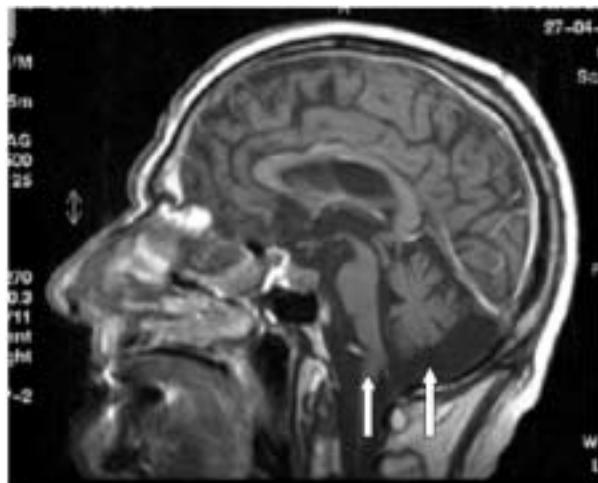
Resonancia magnética (RM) de encéfalo que muestra la atrofia cerebelosa y del tronco cerebral.
